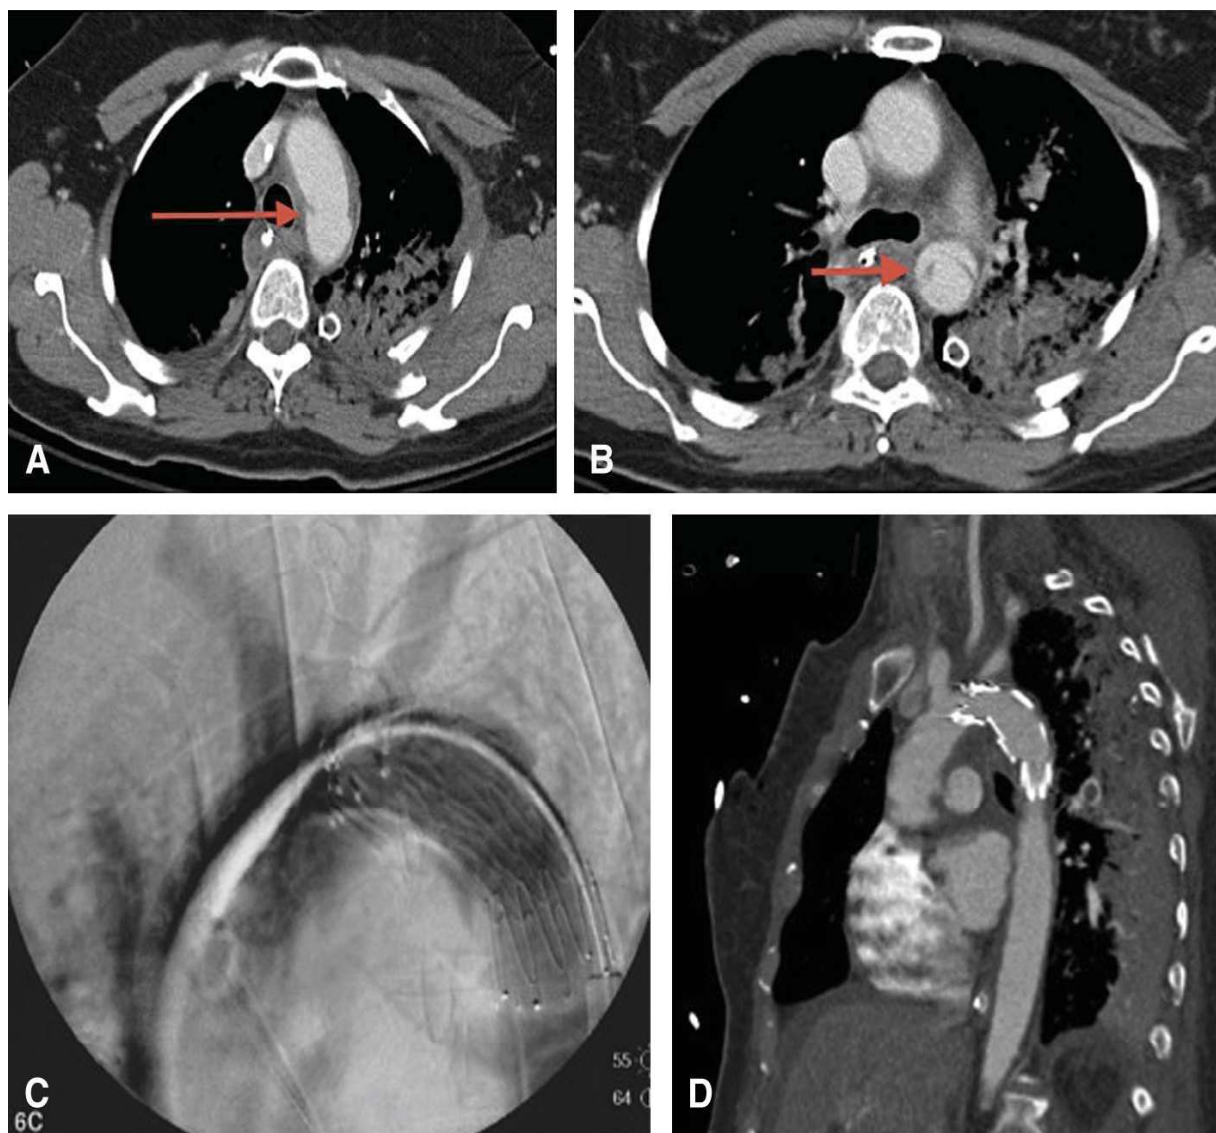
Acute thoracic aortic injury. (A, B) Selected axial computed tomographic angiogram images, demonstrating a descending aortic arch pseudoaneurysm with an intraluminal flap (arrow) extending from just inferior to the left subclavian artery (not visualized) to the level of the left main pulmonary vein (not visualized). (C) A single digital subtraction angiography image, demonstrating successful occlusion of the pseudoaneurysm with a stent graft deployed just distal to the left common carotid artery with intentional coverage of the left subclavian artery (for adequate proximal landing zone coverage).
